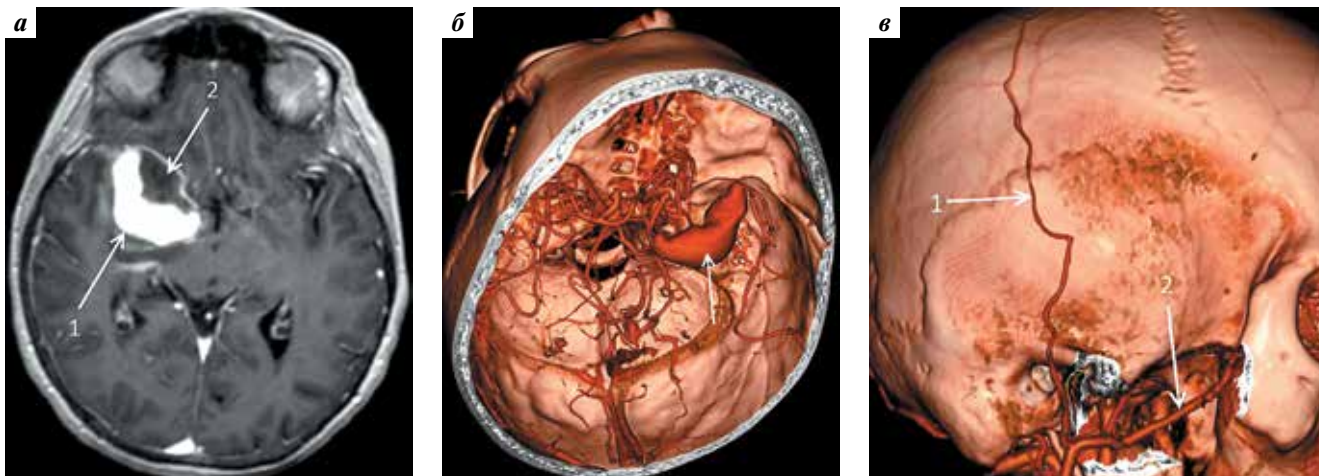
Нейровизуализационное обследование пациентки Т. с гигантской фузиформной частично тромбированной аневризмой М1-сегмента правой средней мозговой артерии: а – магнитно-резонансная томография головного мозга, последовательность Т1: 1 – серпантинный канал аневризмы, 2 – тромбированная часть аневризмы; б – мультиспиральная компьютерная томография (серпантинный канал аневризмы указан стрелкой); в – мультиспиральная компьютерная томография: 1 – теменная ветвь поверхностной височной артерии (лобная ветвь поверхностной височной артерии не контрастируется), 2 – верхнечелюстная артерия
